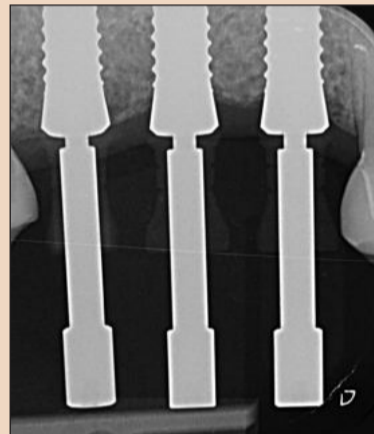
Контрольная рентгенограмма.
